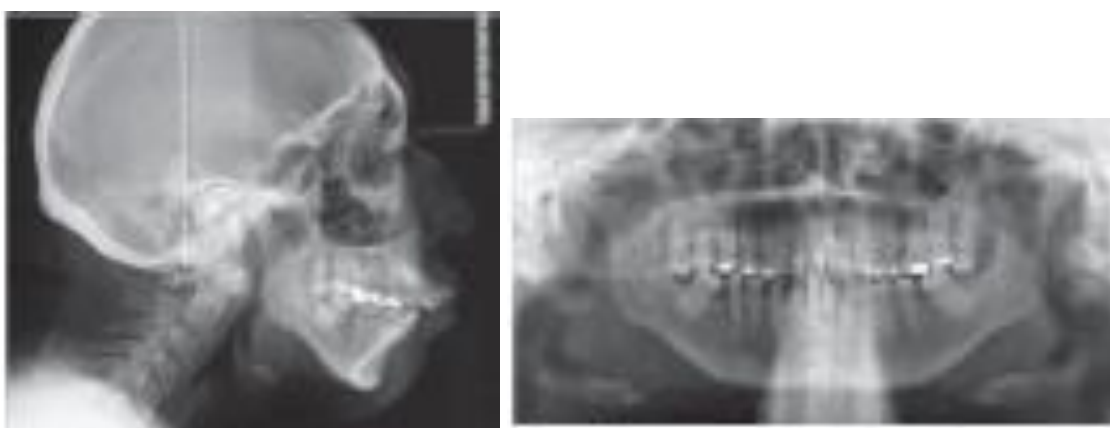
Radiografía cefalométrica lateral y panorámica.⁵⁸
